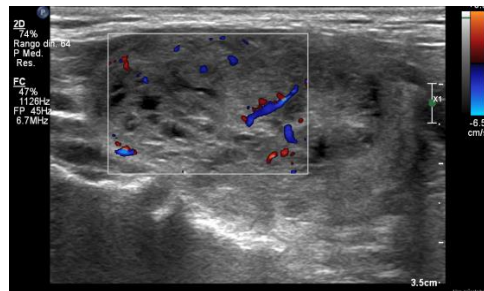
Ecografía Doppler tiroidea en AT (registro UCMHMNA)
